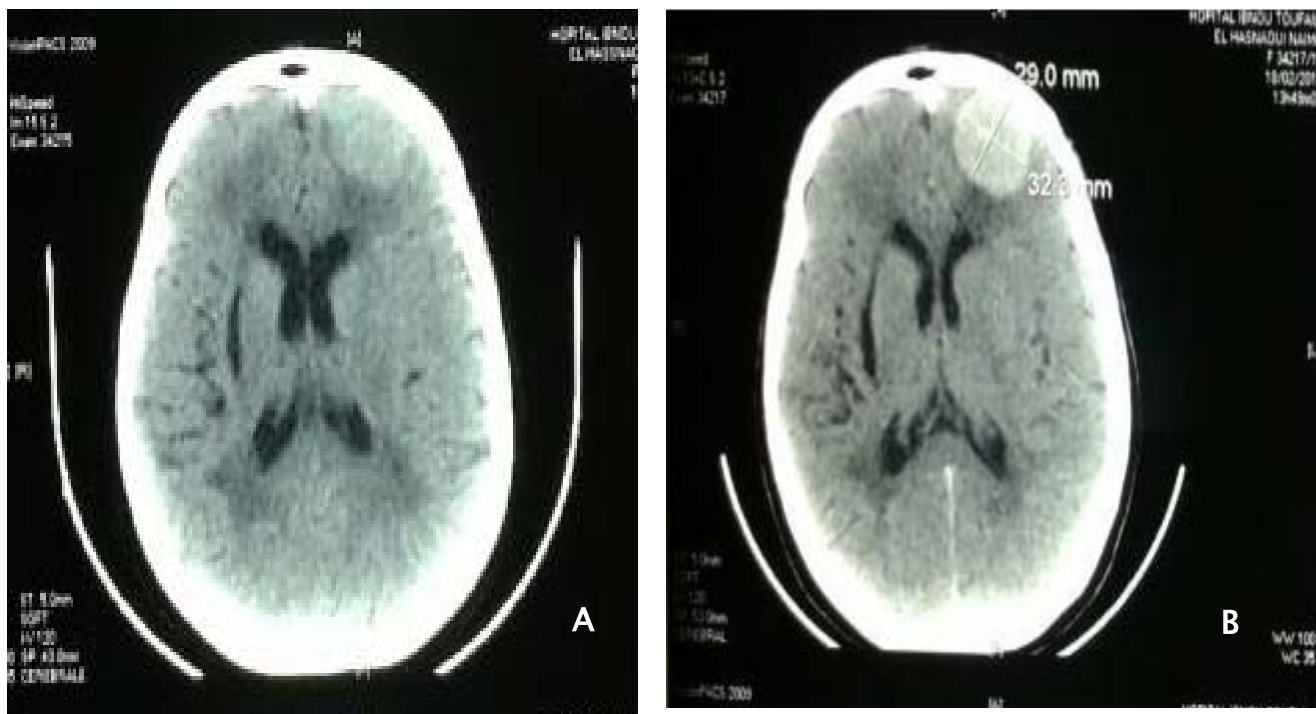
TDM cérébrale en coupe axiale sans(A), et avec injection du produit de contraste (B) montrant un aspect en faveur d'un méningiome de la convexité frontale gauche
